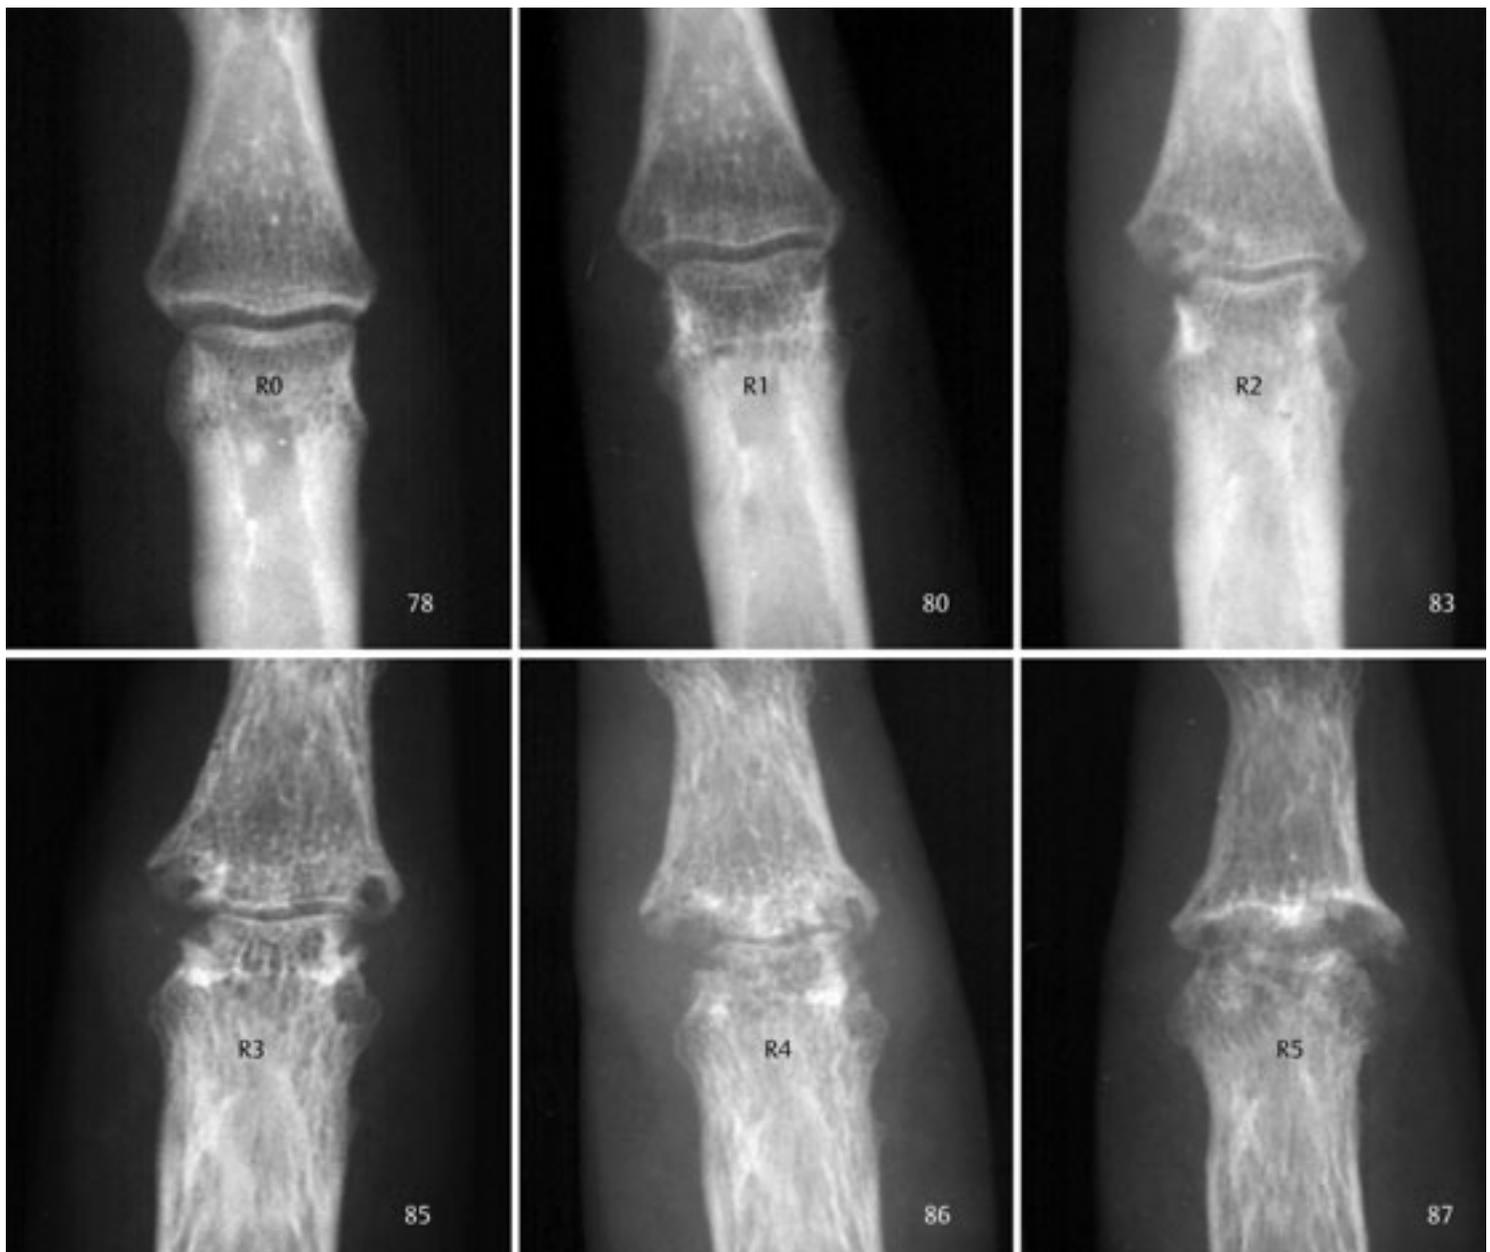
Beispiele von Röntgenbildern des PIP-Gelenks III der gleichen Patientin (E,I) in den verschiedenen Stadien des Ratingen-Scores (R0–R5). In der rechten unteren Bildecke findet sich das Aufnahmejahr.
